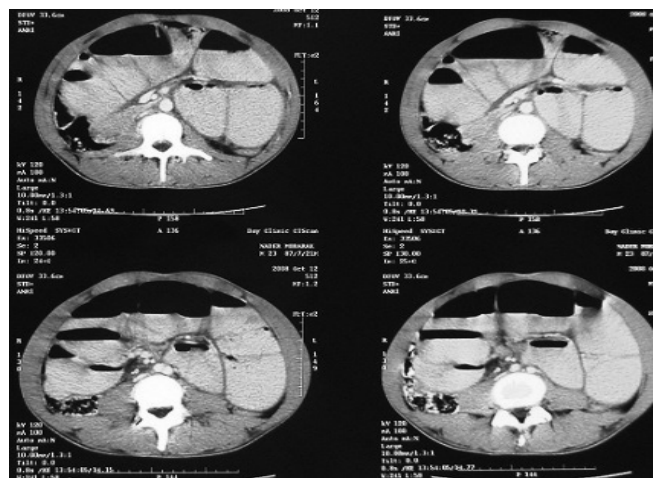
Tomografia computadorizada de abdome mostrando pequena dilatação do intestino com nível líquido
